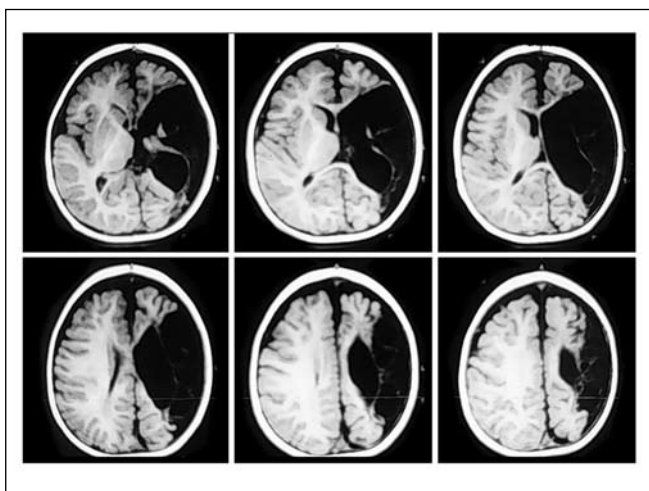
Ressonância magnética de paciente com encefalomalacia hemisférica – síndrome HHE.
